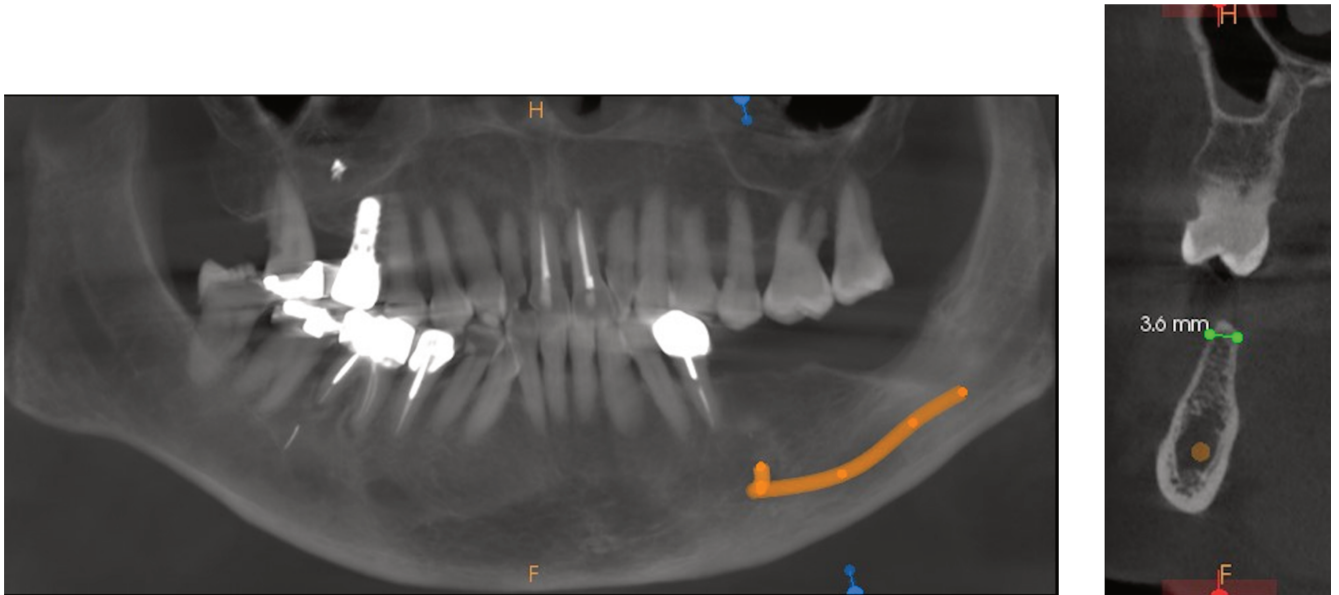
Extraits de coupes du CBCT en position de la 1^{ère} molaire mandibulaire
